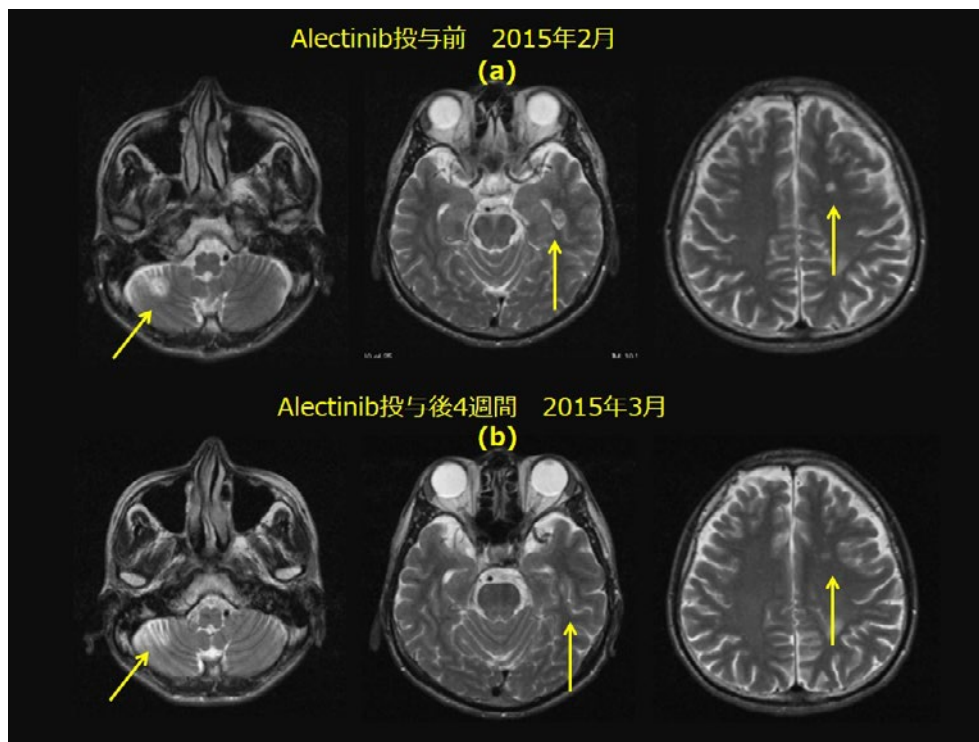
頭部造影MRI T1強調像(症例3)。(a)アレクチニブ投与前。脳転移を認めた(矢印)。(b)アレクチニブ投与4週間後。脳転移の縮小を認めた(矢印)。
